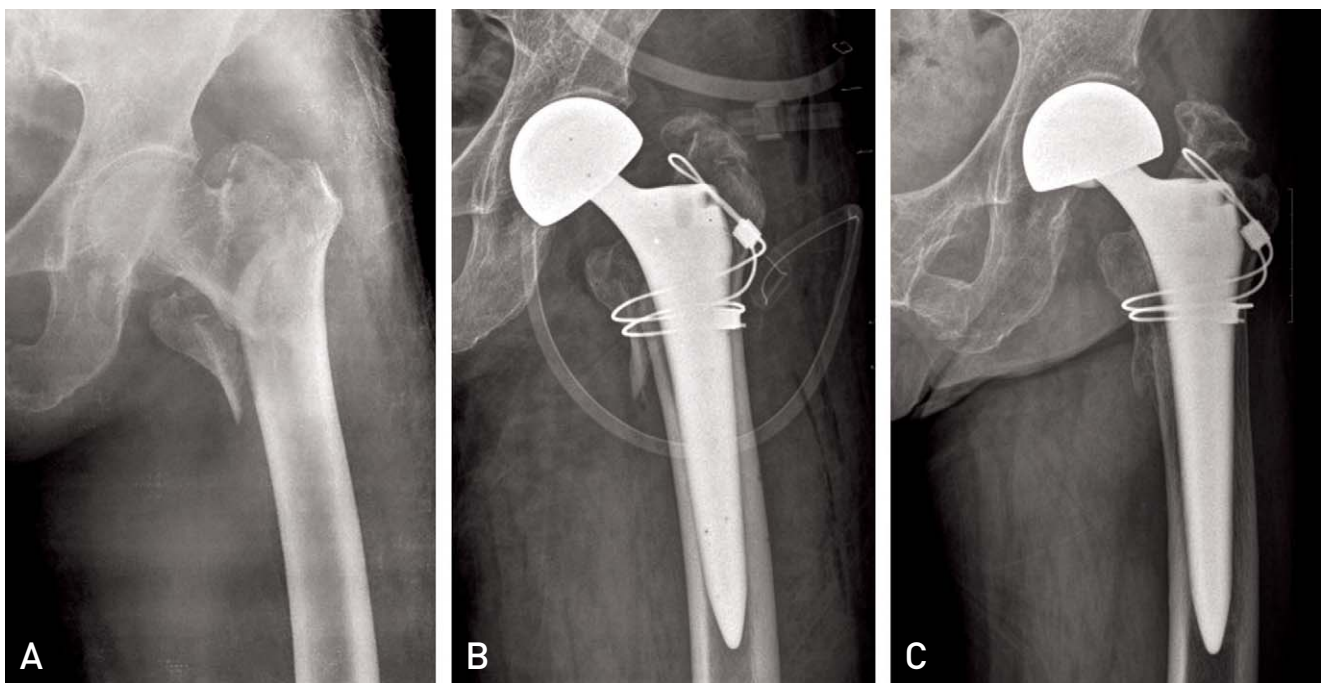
[A] A 82-year-old woman patient had a A2 type intertrochanteric fracture. [B] The postoperative radiograph shows a good diaphyseal canal fit and wiring. [C] At postoperative 24 months, radiographs showing non-union state of a greater trochanteric fragment, however greater trochanter non-union were treated by conservative methods because of non-specific patients complaints.
